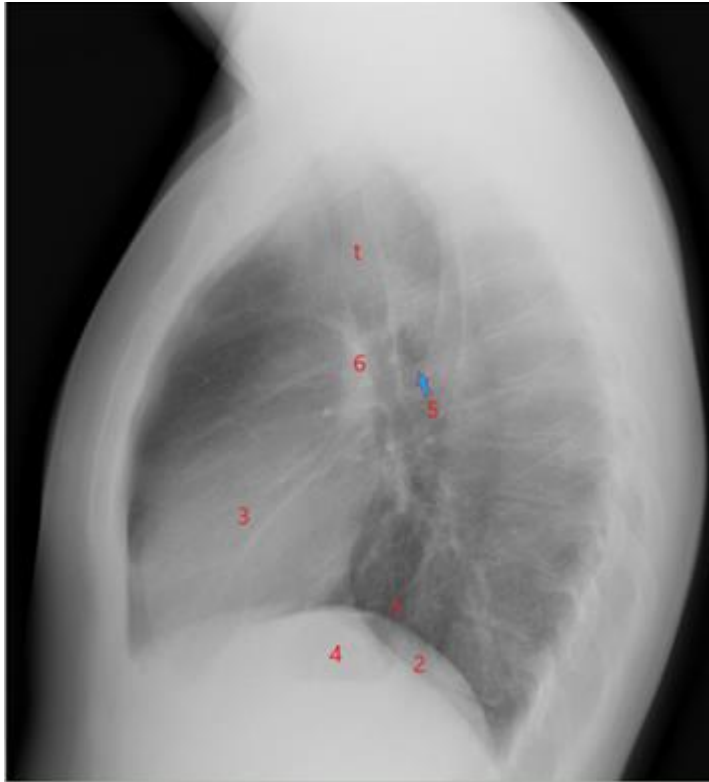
Radiografia de tórax lateral normal
